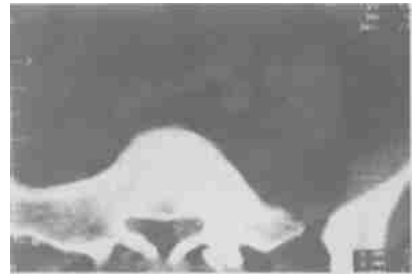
术前 CT 片: 提示 L_{4,5} 左侧隐窝内类圆形软组织团块
